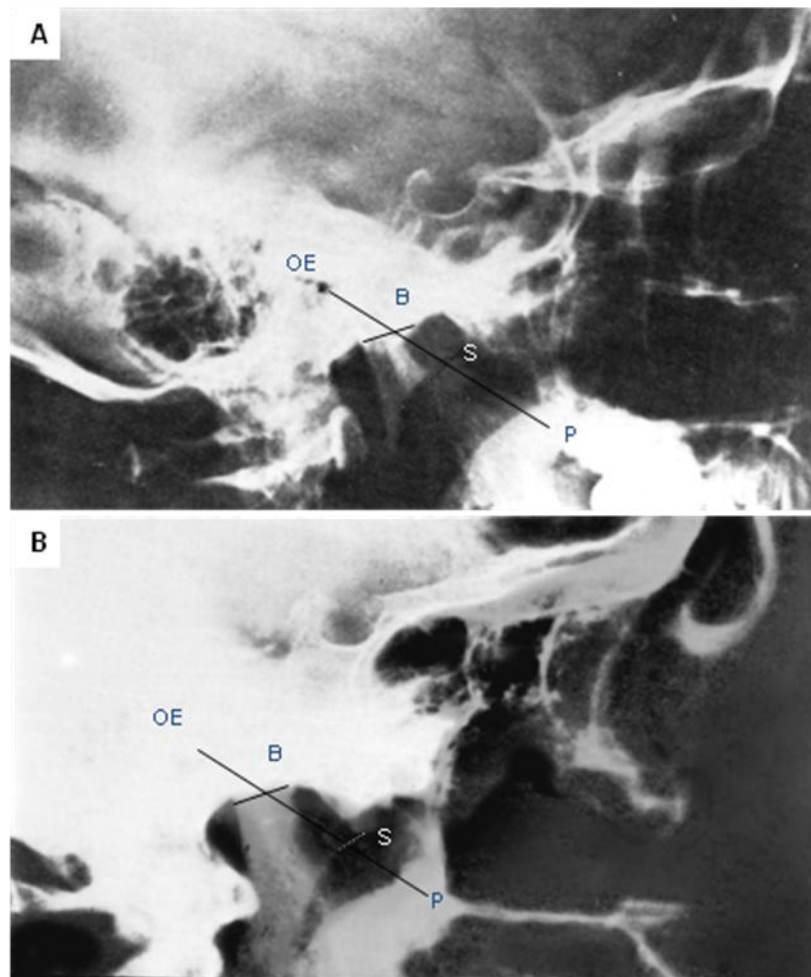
66. A. Radiografía lateral de cráneo normal, la distancia BS representa el espesor de los tejidos blandos que mide 12 mm en la placa original. OE es el conducto auditivo externo y P el paladar. B. Radiografía lateral de un paciente con fractura de la base del cráneo, la distancia BS es de 19 mm.
